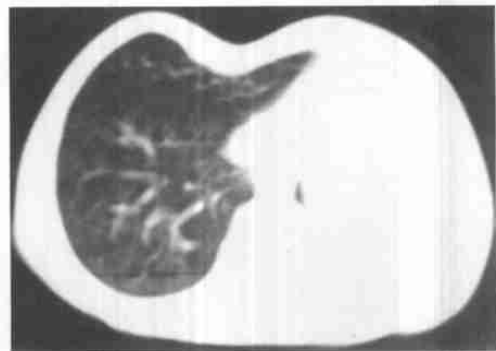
单侧性全肺不发育CT平扫, 纵隔明显移向左侧, 右侧肺过度膨胀, 左侧无肺组织, 无支气管存在, 胸廓尚对称。
